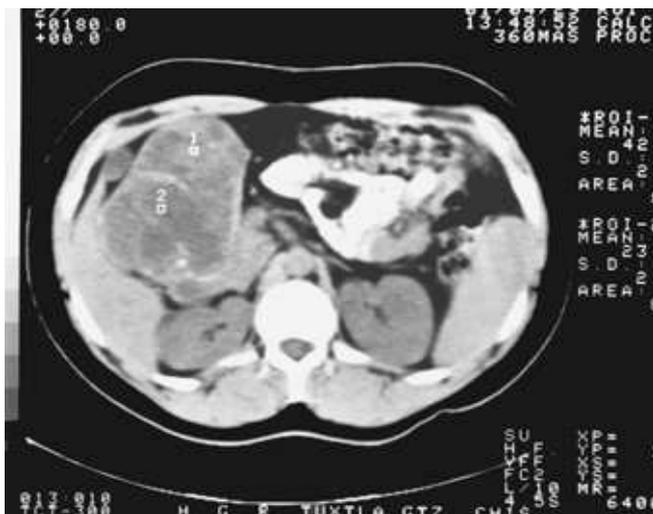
Imagen de tomografía computarizada la cual muestra tumor dependiente de la cabeza y cuerpo del páncreas con densidades heterogéneas compatibles con lesiones sólidas y quísticas.
